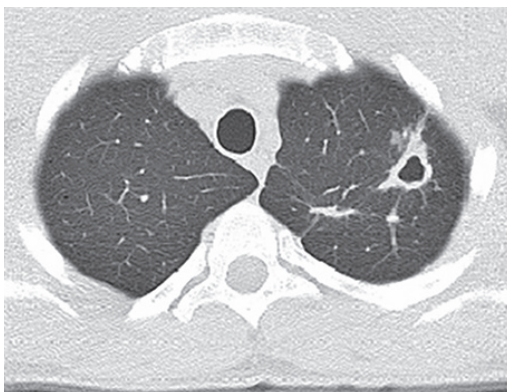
КТ легень на початку лікування: ознаки інфільтративного ТБ верхньої частки лівої легені у фазі розпаду
